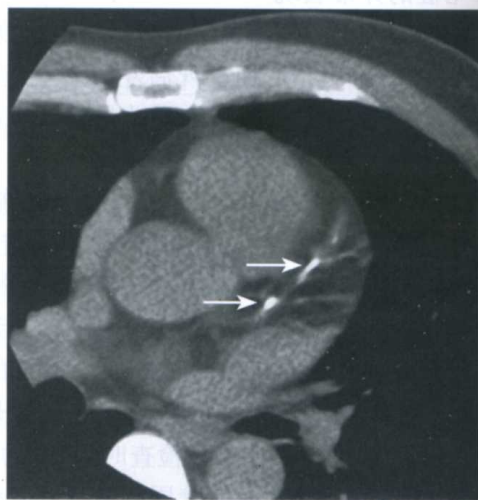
冠状动脉 CT 钙化积分扫描前降支近段的多发钙化(↑)
